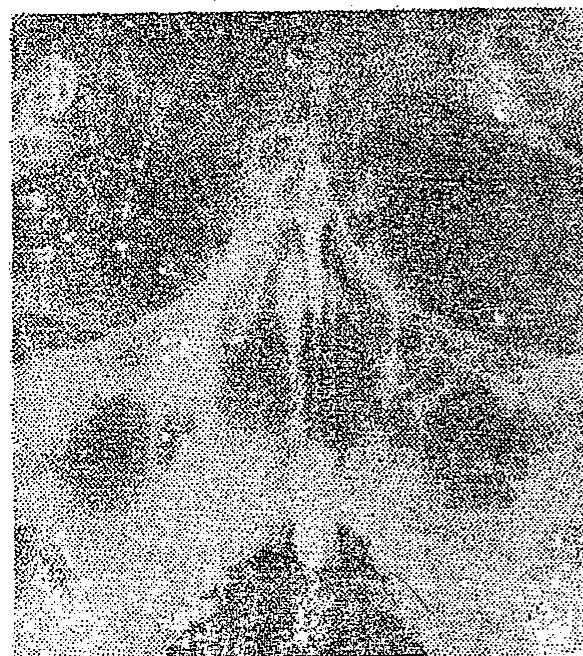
Sinuzită supurată maxilară dreaptă radiografiată în poziție verticală și prezentând nivel de lichid.
